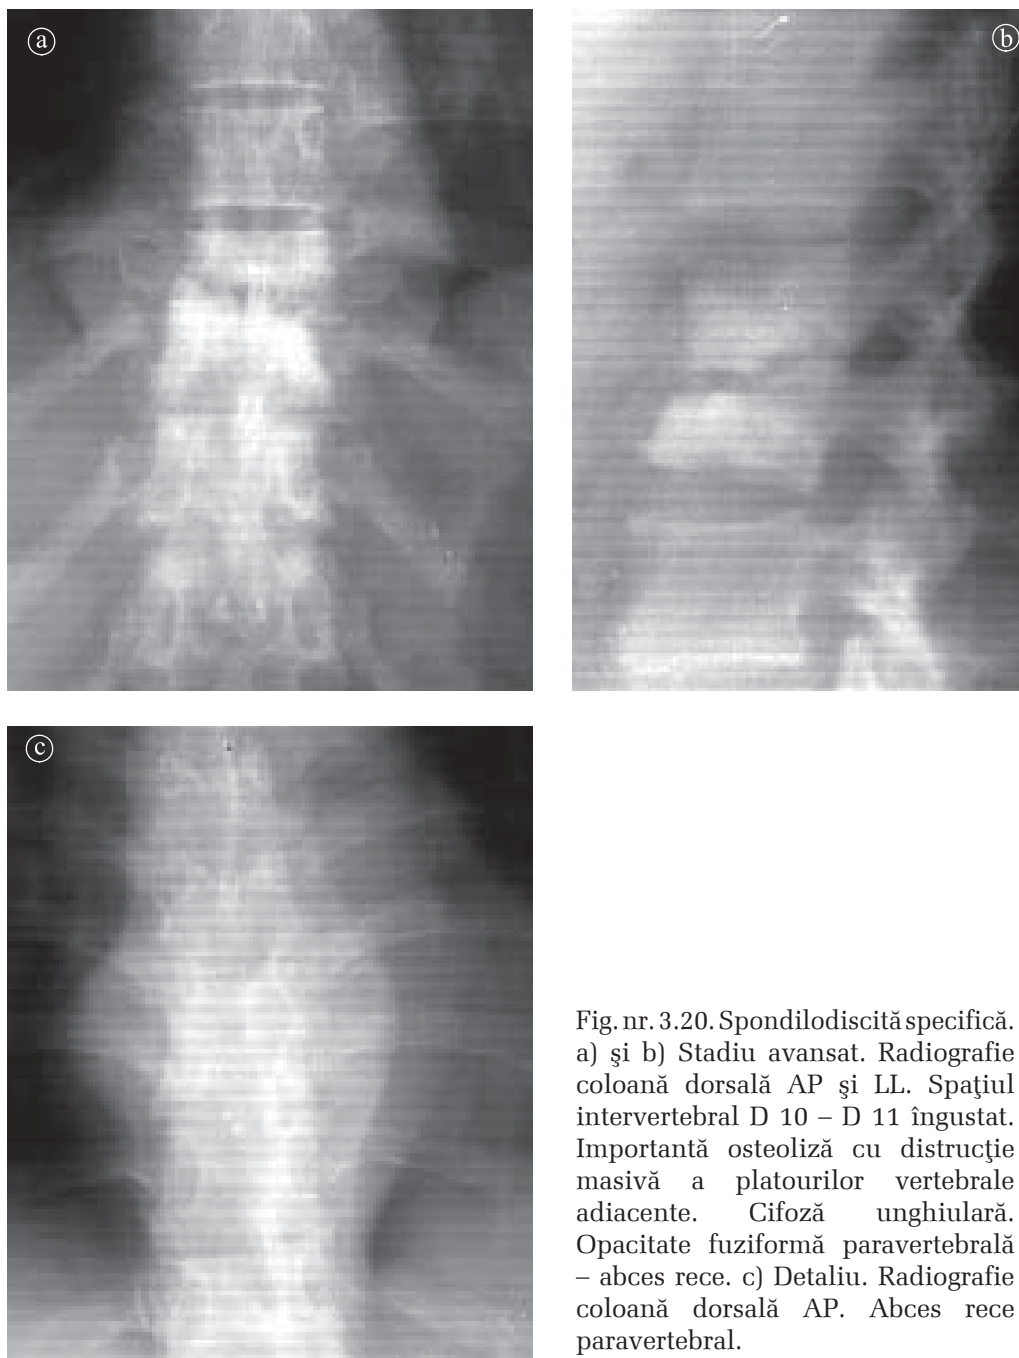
Spondilodiscită specifică. a) și b) Stadiu avansat. Radiografie coloană dorsală AP și LL. Spațiul intervertebral D 10 – D 11 îngustat. Importantă osteoliză cu distrucție masivă a platourilor vertebrale adiacente. Cifoză unghiulară. Opacitate fuziformă paravertebrală – abces rece. c) Detaliu. Radiografie coloană dorsală AP. Abces rece paravertebral.
